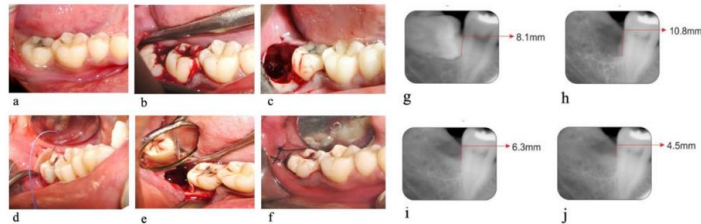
Sitio de prueba (a) Fotografía preoperatoria, (b) Diente impactado expuesto, (c) Alvéolo inmediatamente después de la extracción, (d) Membrana de colágena colocada en la cara distal del segundo molar, (f) Cierre primario del alveolo, (g) Radiografía preoperatoria, (h) Radiografía el día de la retirada de la sutura, (i) Radiografía del día 90, (j) Radiografía del día 180.(9)
